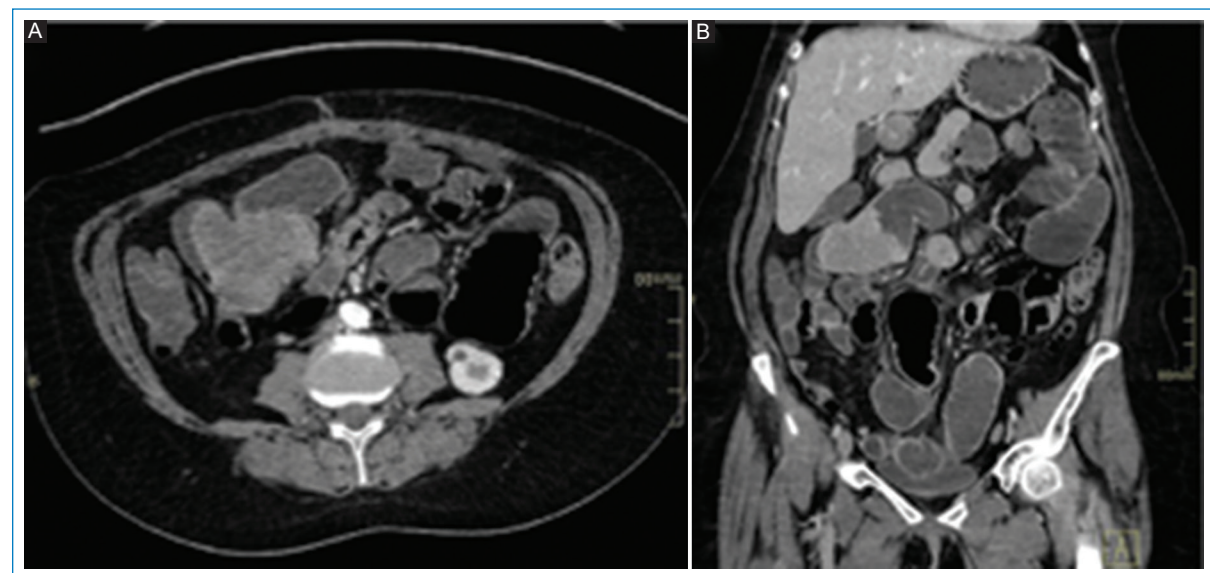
Melanoma metastásico. Tomografía computarizada de abdomen con contraste intravenoso. A: axial. B: coronal. En el íleon distal se observa un engrosamiento parietal concéntrico, que realza con el medio de contraste, determinando estenosis y leve dilatación de asas proximales.
